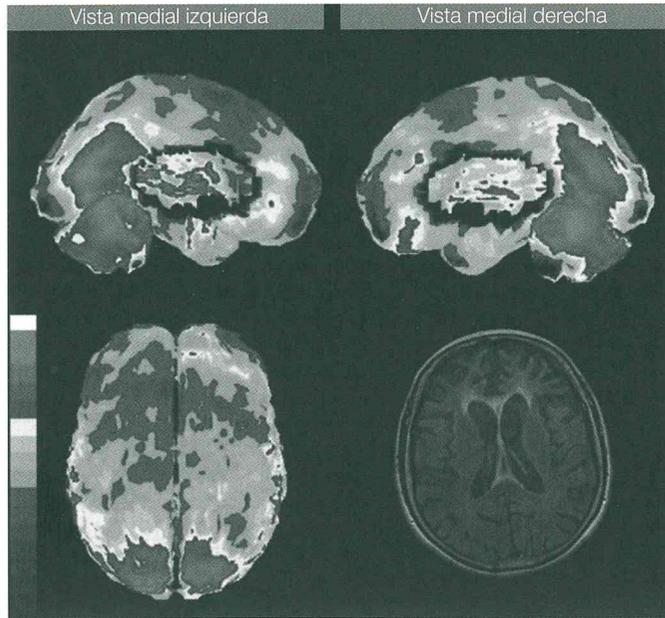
PET con evidencia de hipometabolismo frontal en un paciente con DTL, variedad conductual. (V. láminas en color.)
